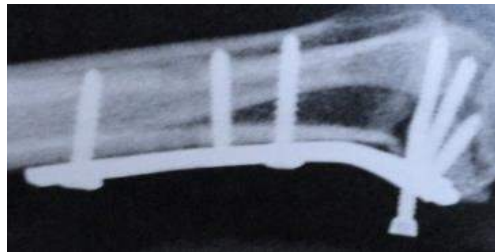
Radiografia em P, com três meses, evidenciando a soltura do parafuso com piora evolutiva.
